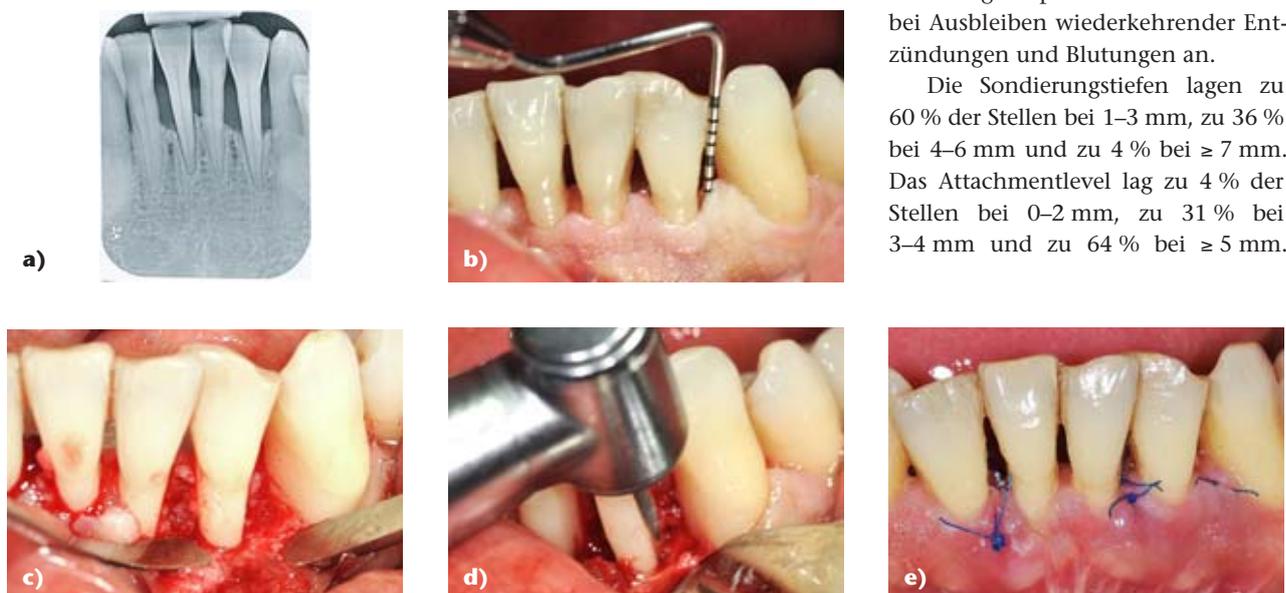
Parodontalchirurgie an den Zähnen 33 bis 31 mit subtraktiven Maßnahmen der Wurzeleinziehung an Zahn 32 und Parodontalchirurgie an den Zähnen 41 bis 42 (a: röntgenologische Ausgangssituation, b: präoperativ, c: Defekt und Wurzeloberfläche gereinigt, d: Odontoplastik, e: 1 Woche post-operativ)
